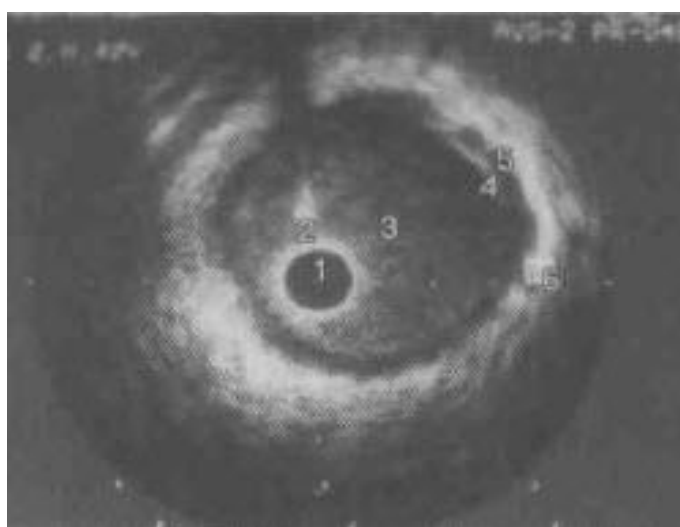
ВСУЗИ ствола левой коронарной артерии. 1 - внутрисосудистый ультразвуковой датчик; 2 - акустический сигнал от коронарного проводника; 3 - просвет артерии; 4 - интима; 5 - медиа; 6 – адвентиция (Зиятдинов К.Ш. и соав., 2014)
